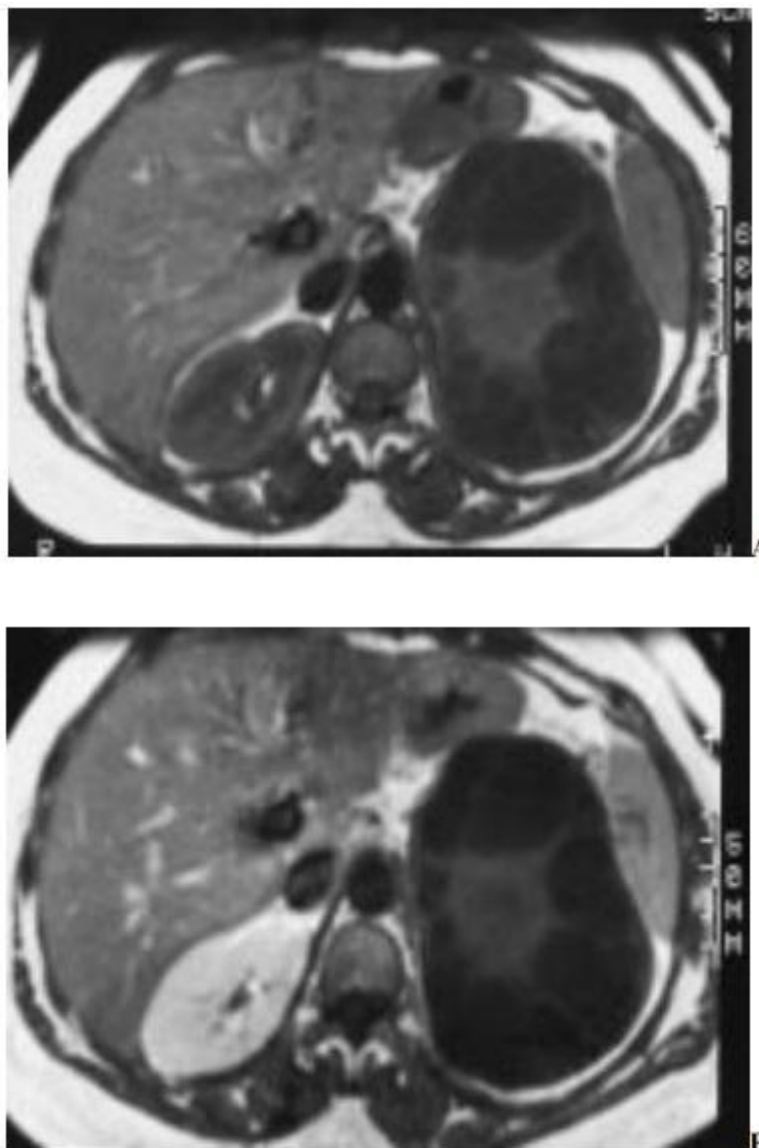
IRM, coupe axiale, séquence pondérée T1 avant (A) et après injection de produit de contraste (B). Kyste hydatique rénal gauche pseudotumoral de signal hétérogène intermédiaire au centre, hypo-intense en périphérie, non modifié par l'injection de produit de contraste endoveineux.
